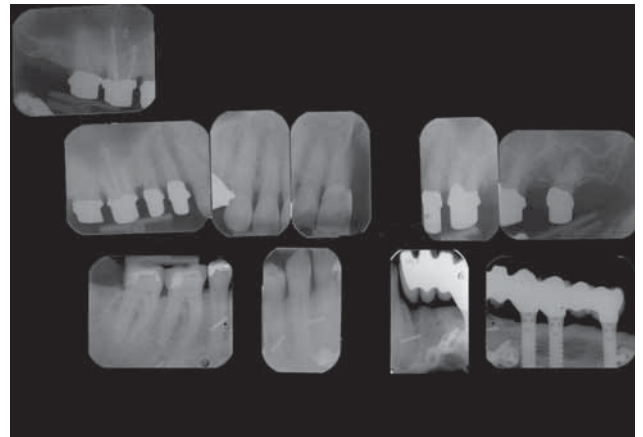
Röntgeneinzelstatus zu Behandlungsabschluss.
